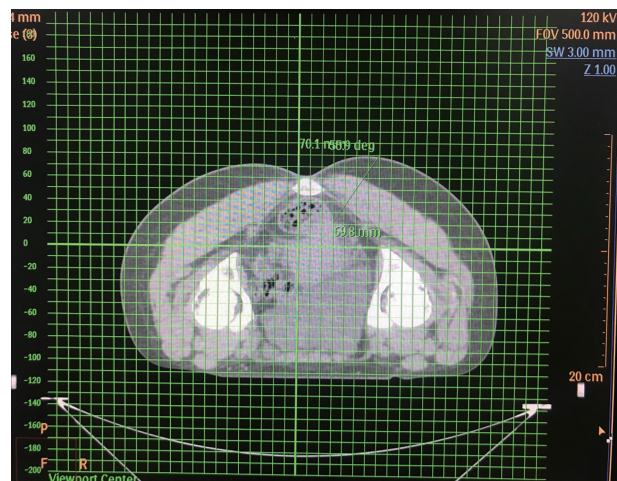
利用 CT Viewer 建立坐标系,确定穿刺点、穿刺深度及角度
